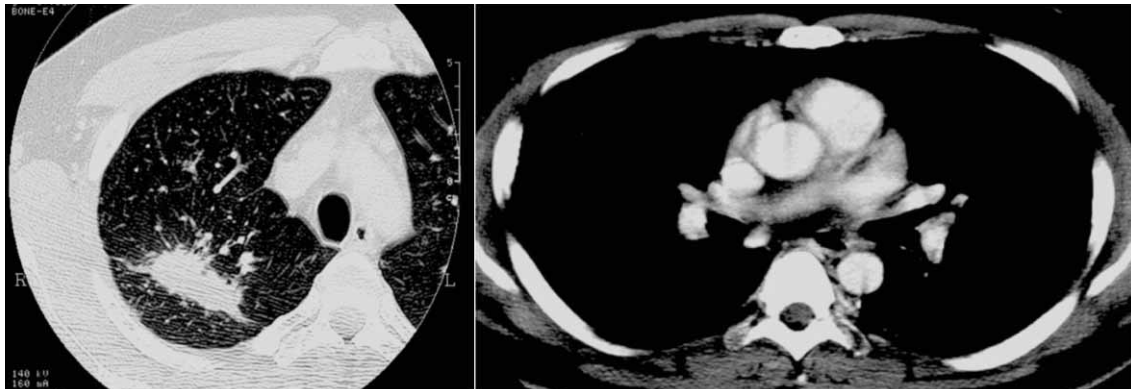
Chest CT at first examination showing consolidation in the right upper lobe without bilateral hilar lymphadenopathy.
